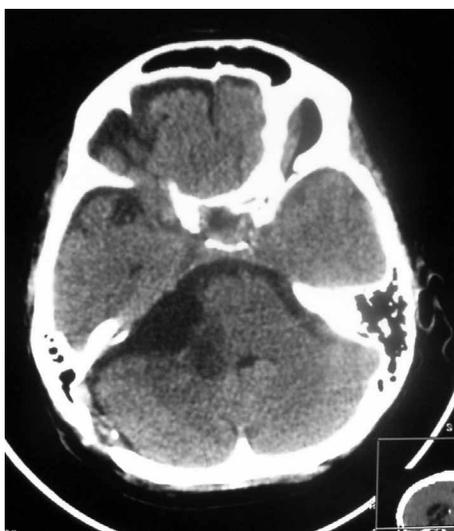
МСКТ головного мозга пациентки на 1-е сутки после удаления большой вестибулярной шванномы справа. Небольшие ишемические изменения в области правой средней ножки мозжечка.
